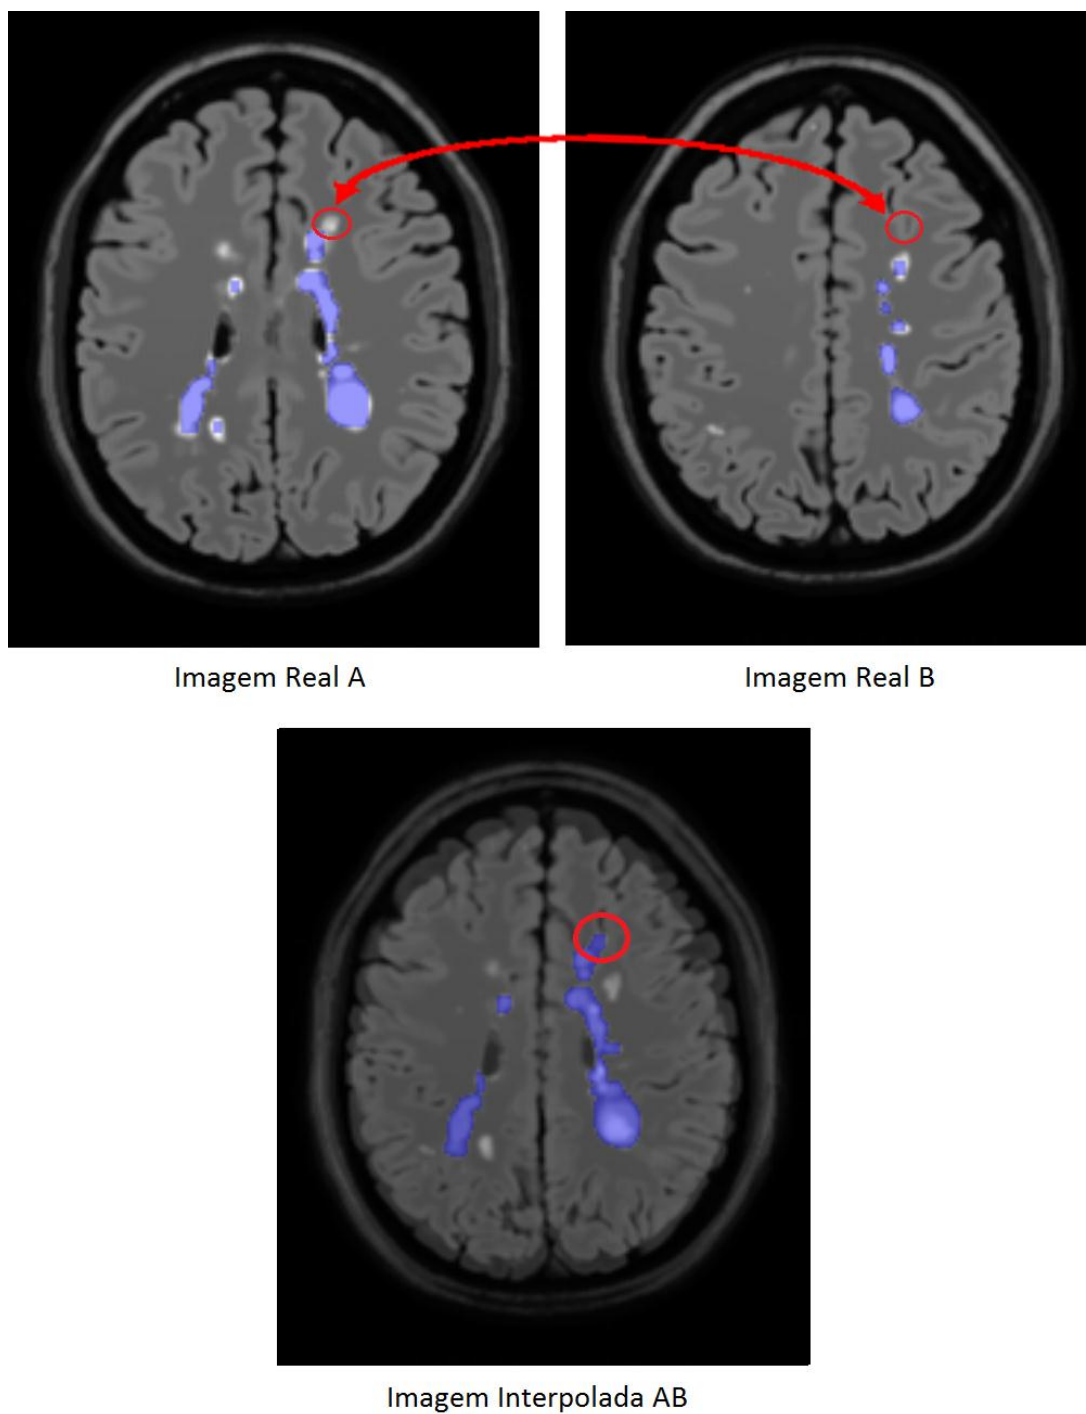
Exemplo da Geração de um Falso Positivo na Imagem FLAIR
